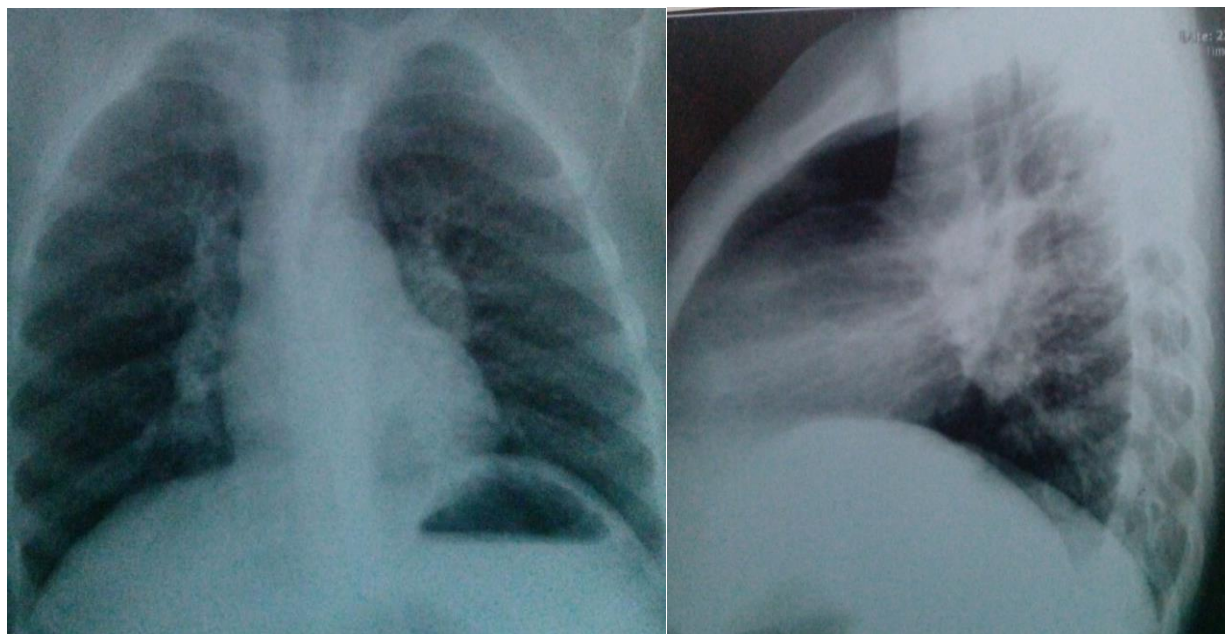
Рентгенография органов грудной клетки в прямой и левой боковой проекциях больного X., 8 лет.
